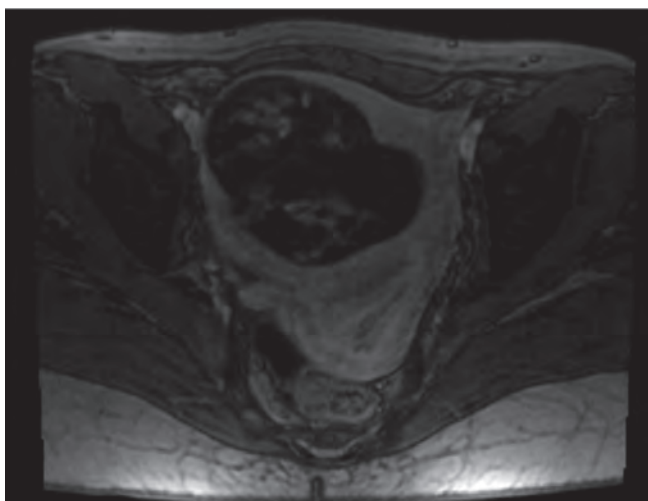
МРТ: T1-ВИ в аксиальной плоскости с введением контрастного препарата (пояснения в тексте)
